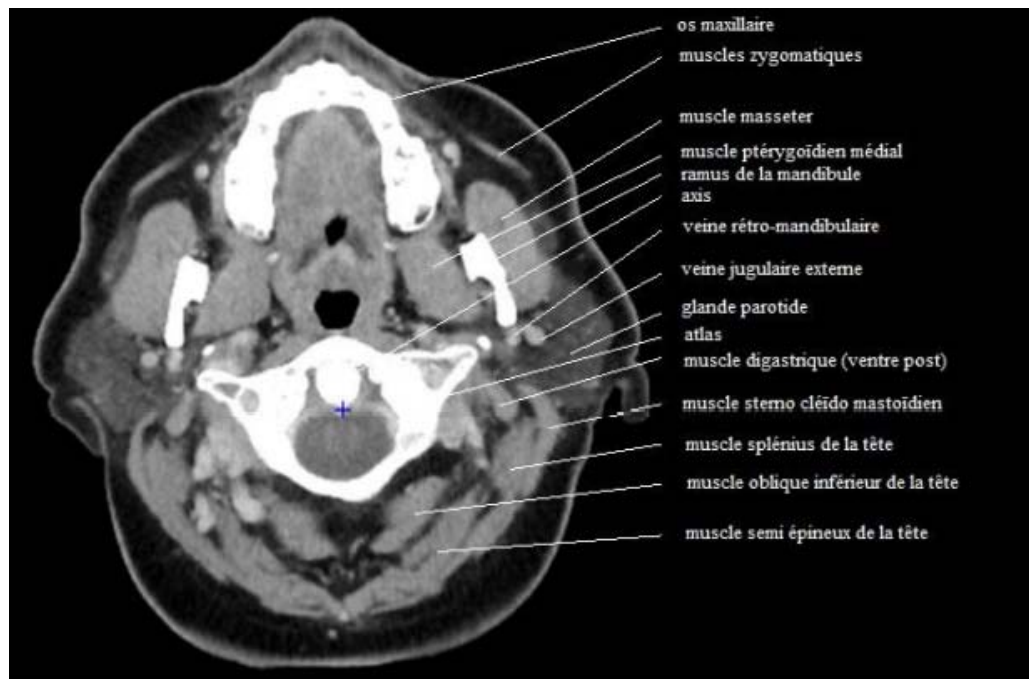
Coupe TDM montrant la région parotidienne.(37)
